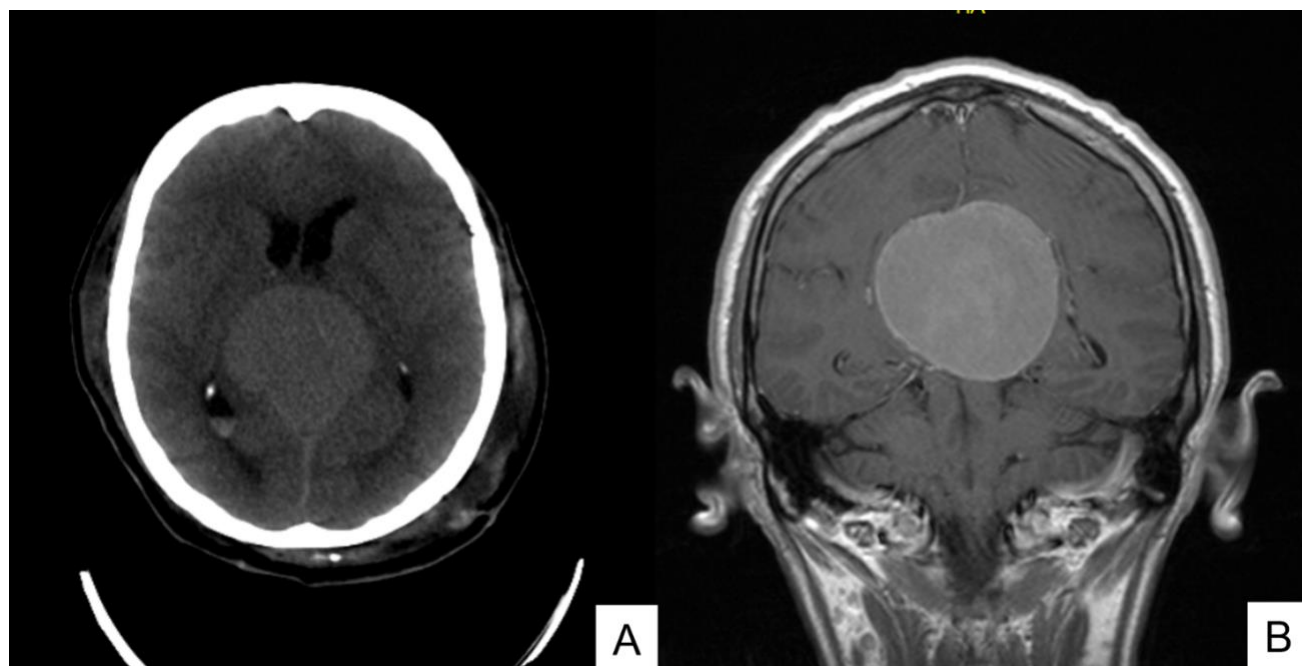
Resonancia nuclear magnética cerebral. A: Tumor redondeado, espontáneamente hiperdenso, proyectado en línea media por detrás de atrios de ventrículos laterales en topografía del esplenio del cuerpo calloso y por detrás del tercer ventrículo. No se rodea de edema. B. coronal T1 simple postcontraste endovenoso. El tumor capta de manera intensa y homogénea el material de contraste.
